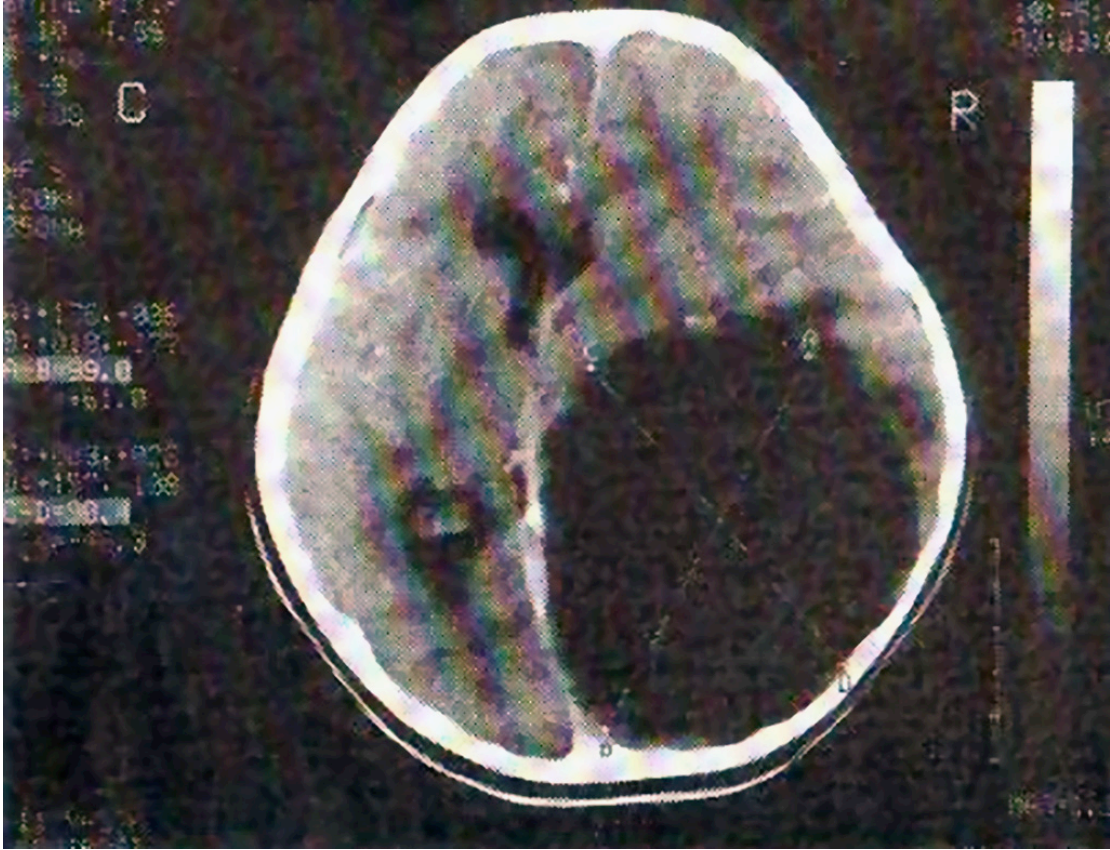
Bilgisayarlı tomografi (BT) ile incelemede sağ posterior parietal bölgede sınırları belirgin, serebrospinal sıvı dansitesinde sıvı içeren 12 cm çapında intraparakimal lezyon.
